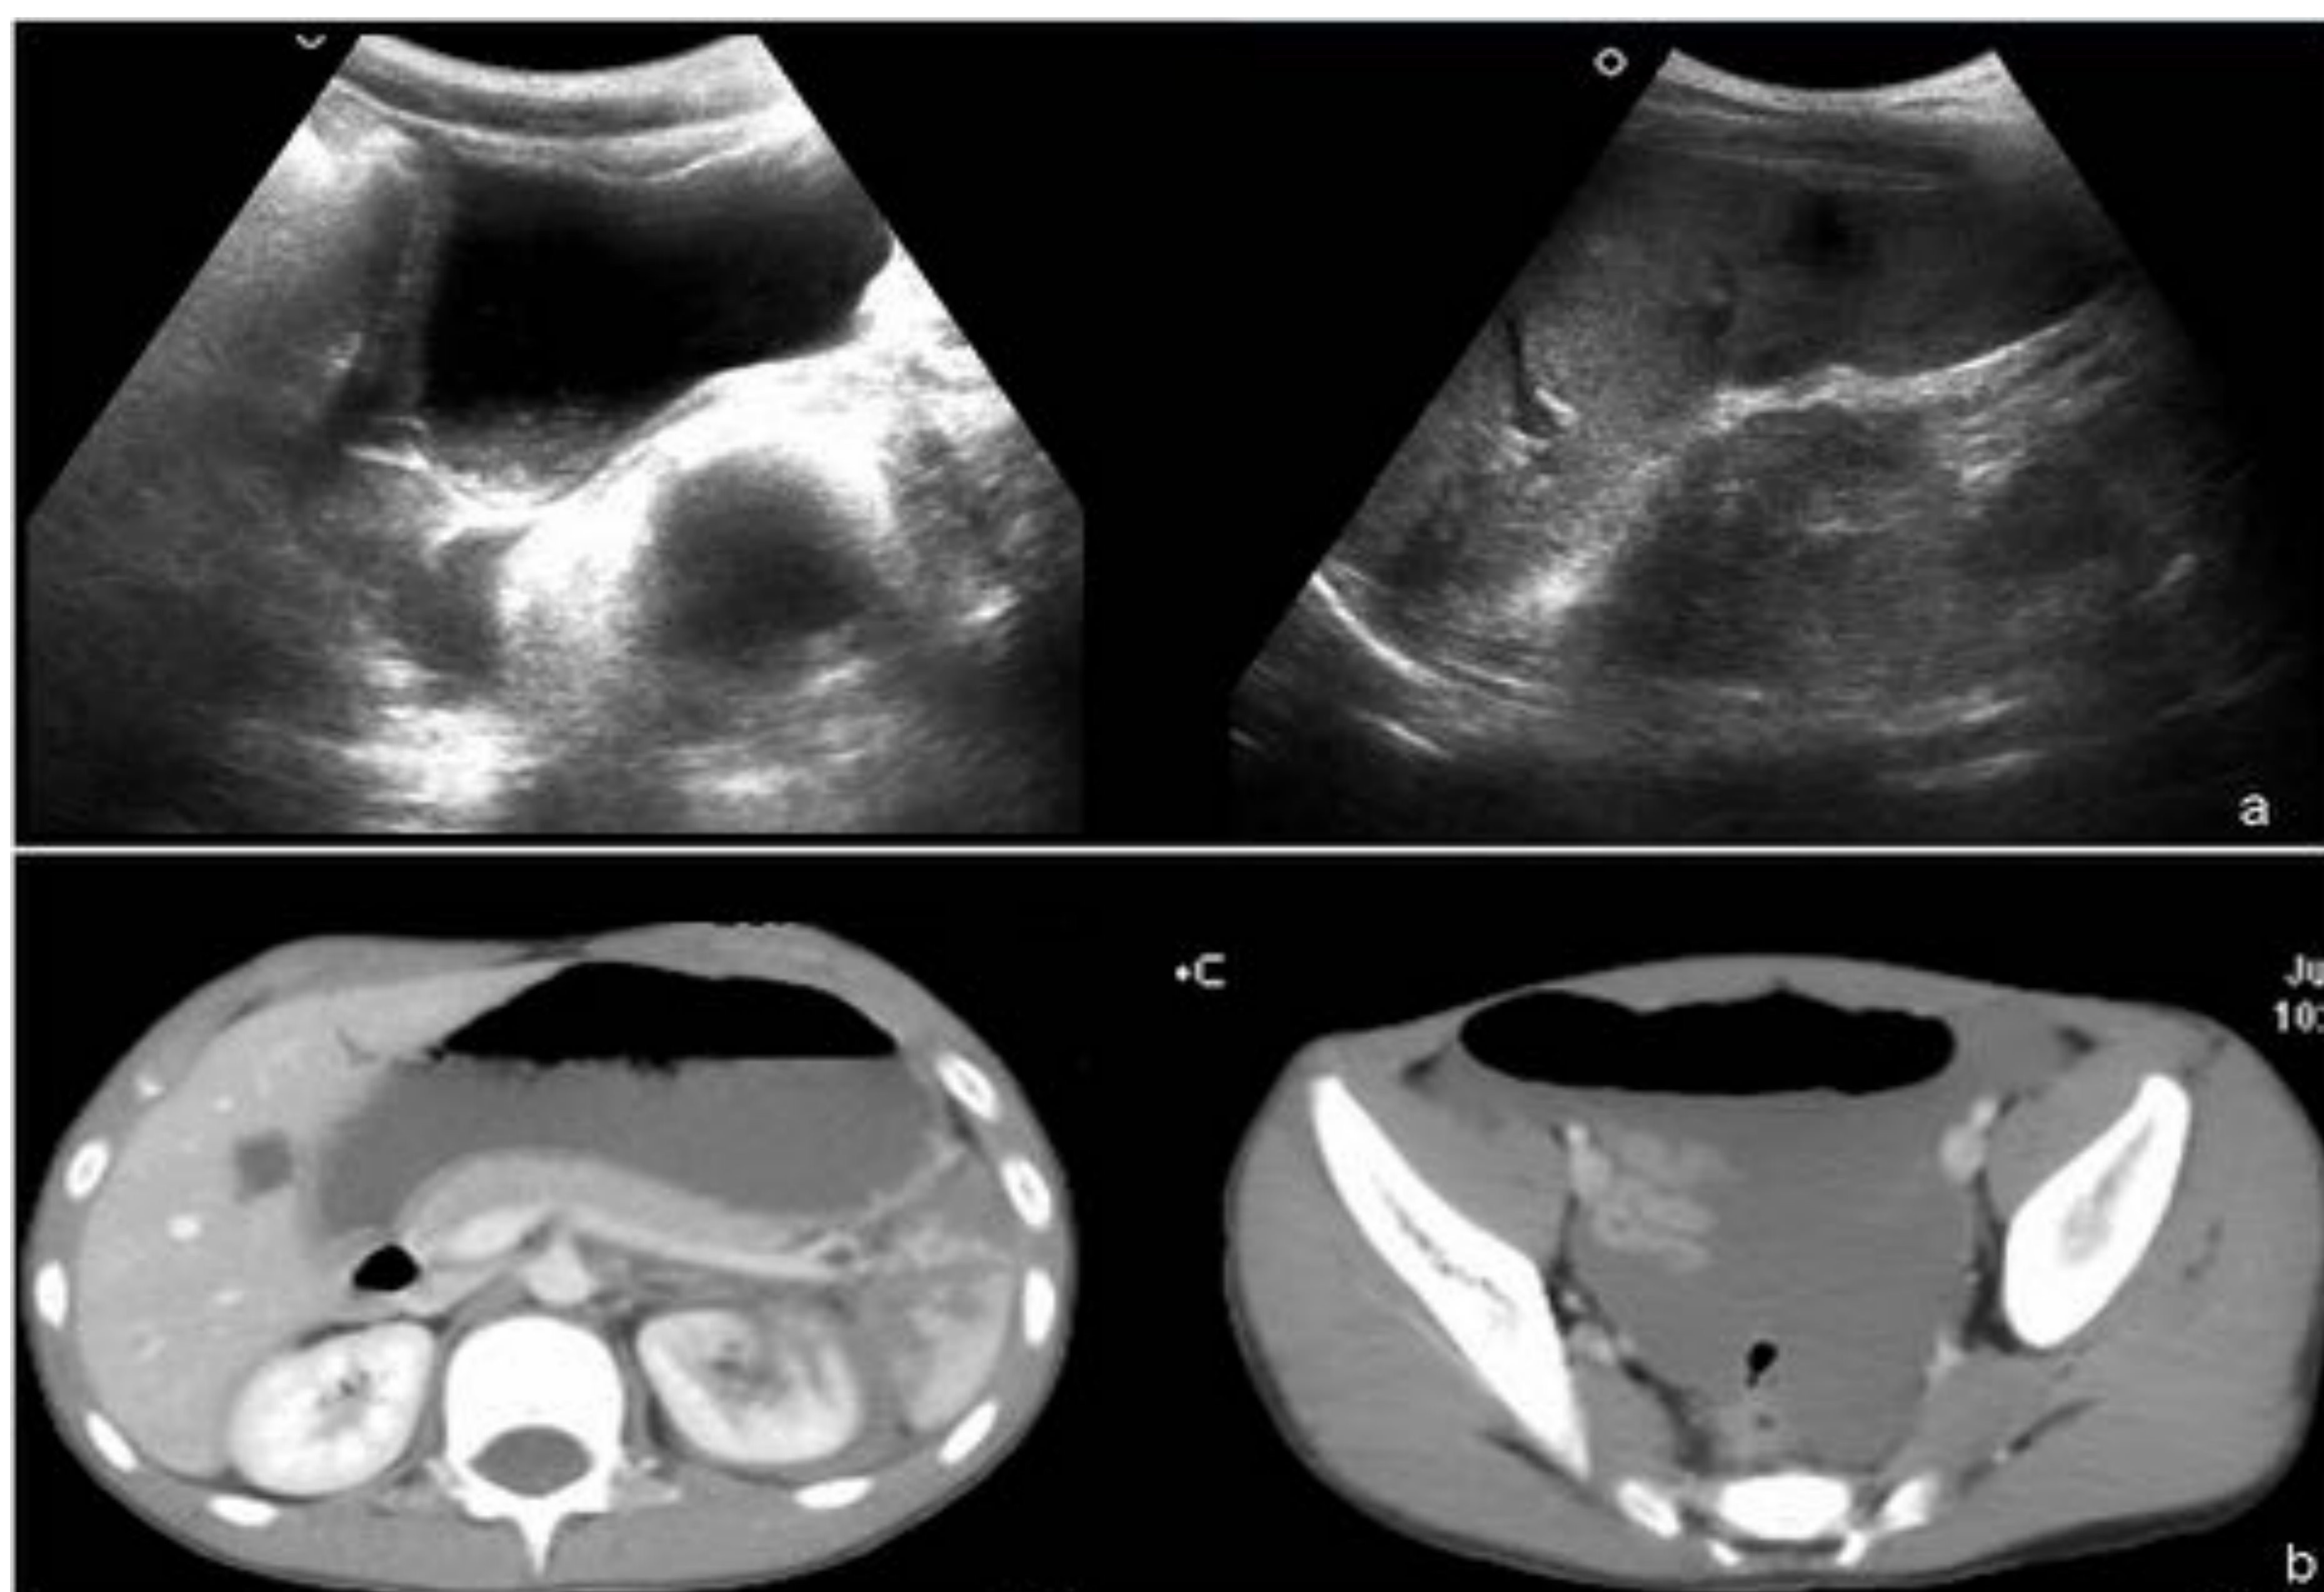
Hematoma pélvico en paciente con hemofilia y traumatismo. El paciente refiere dolor abdominal de varios días de evolución y equimosis cutánea en FID. Ecografía abdominal (a) y TC con contraste (c) muestran un extenso hematoma paravesical derecho con efecto de masa sobre vejiga. La TC abdominal en cortes superiores (b) también pone de manifiesto un hematoma duodenal.
